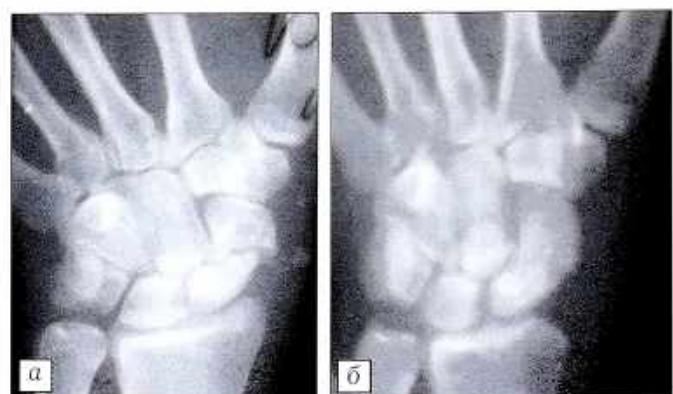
Рентгенограммы больного Ю. 23 лет. Диагноз: несросшийся перелом ладьевидной кости давностью 2,5 мес.
